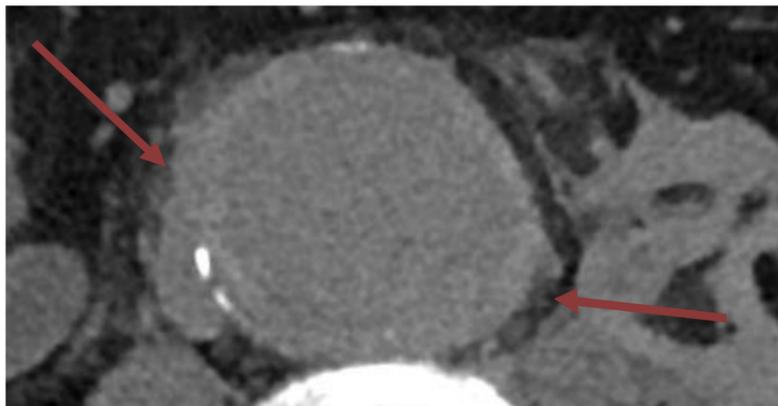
(TC abd sin cte) AAA roto con hematoma e irregularidad de la pared aórtica.
